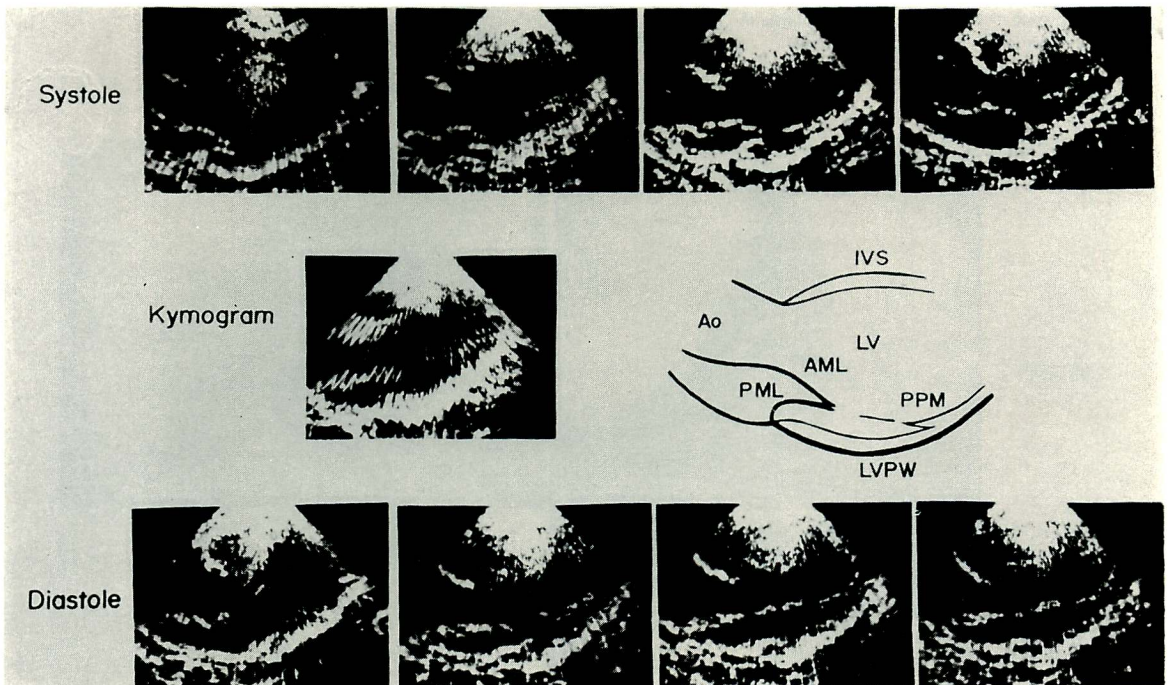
Cross sectional echocardiogram through the long axis of the left ventricle.
